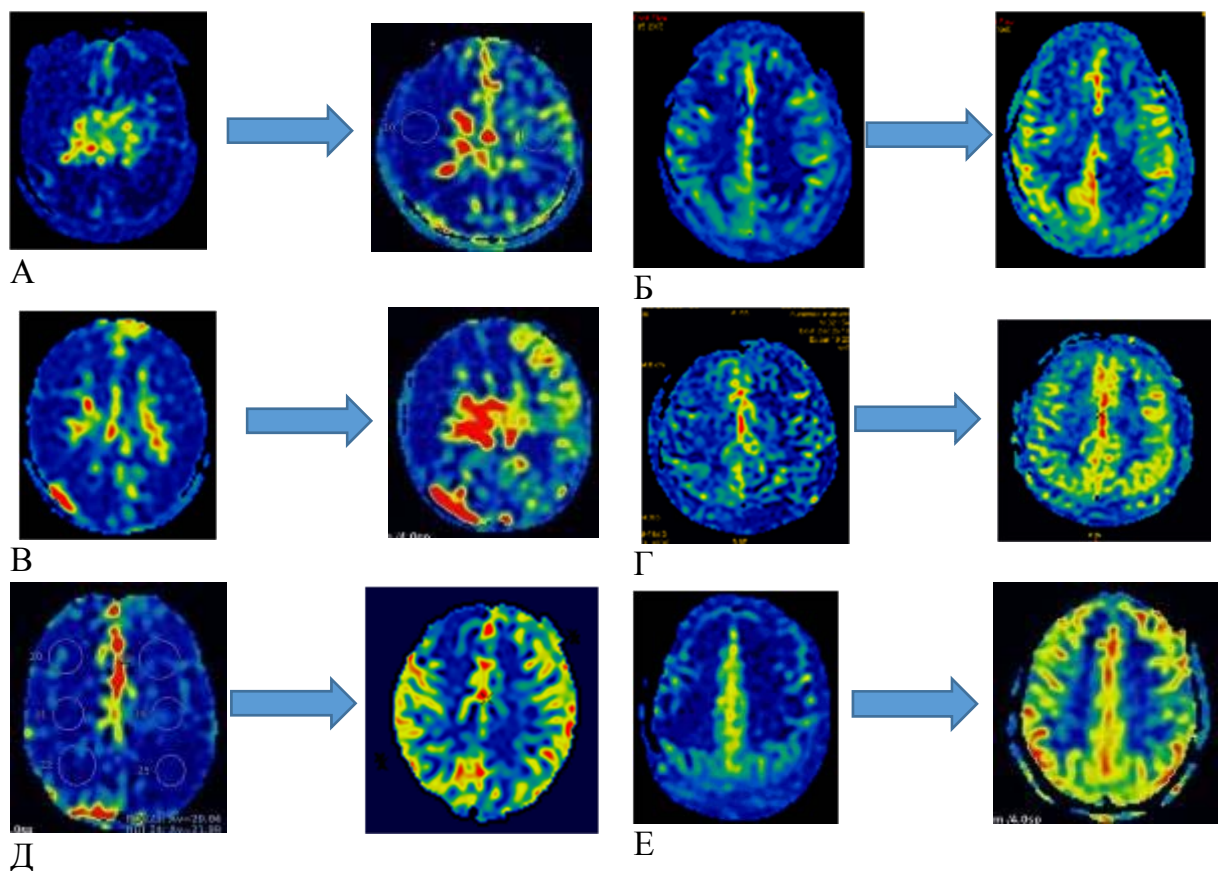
Примеры динамики мозгового кровотока у пациентов после реваскуляризации по данным ASL-перфузионного исследования.
